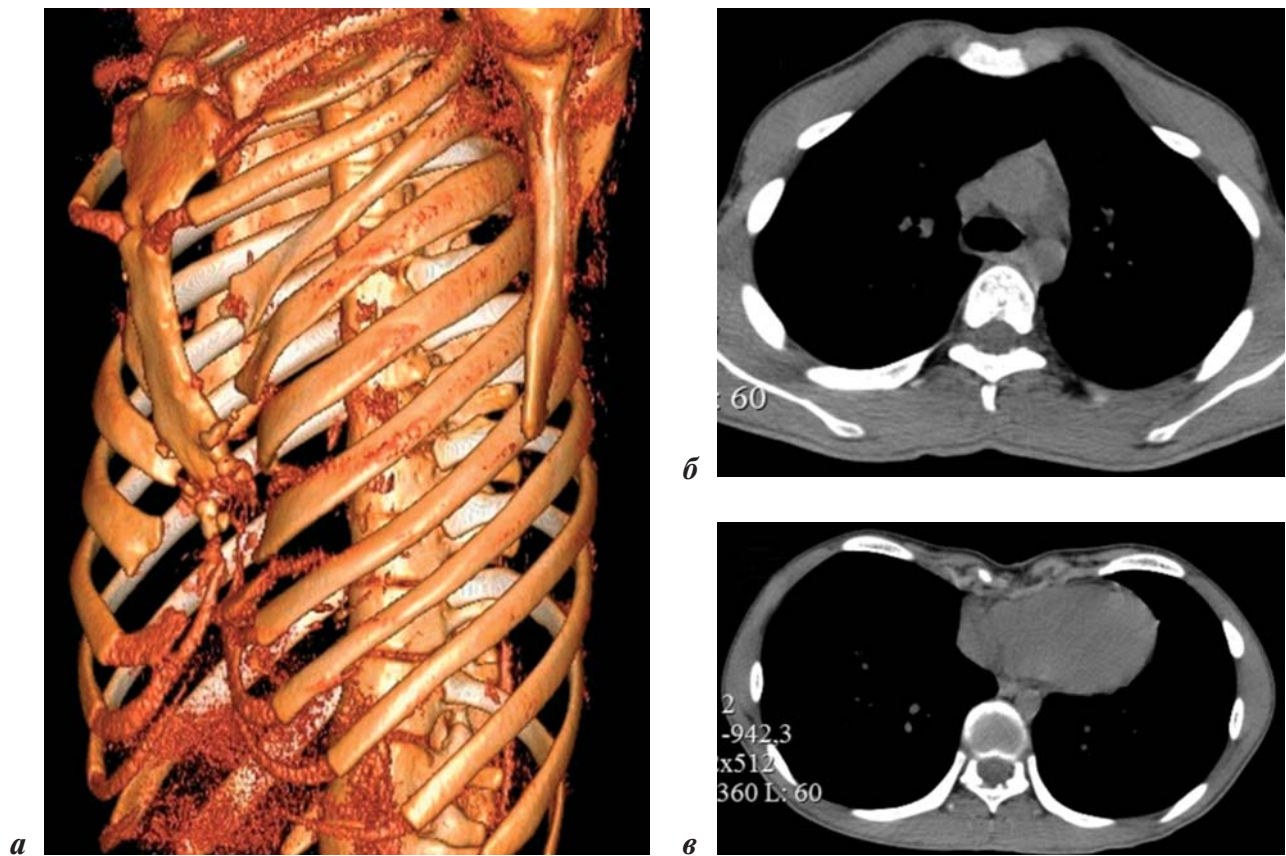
МСКТ грудной клетки с 3D-реконструкцией у пациента Н., 19 лет, с ложным синдромом Куррарино–Сильвермана (объяснение в тексте)
